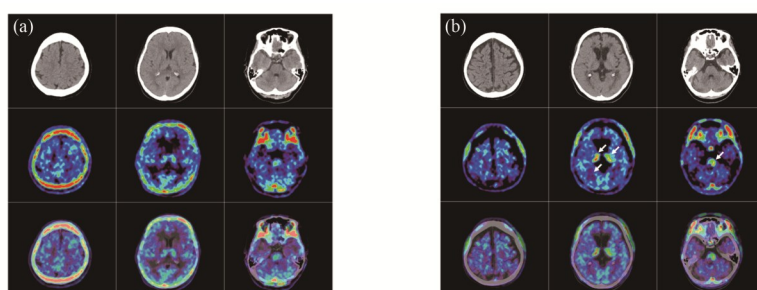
^{18}F -PBR06在健康对照(a)和多发性硬化患者(b)脑中的PET/CT显像结果
